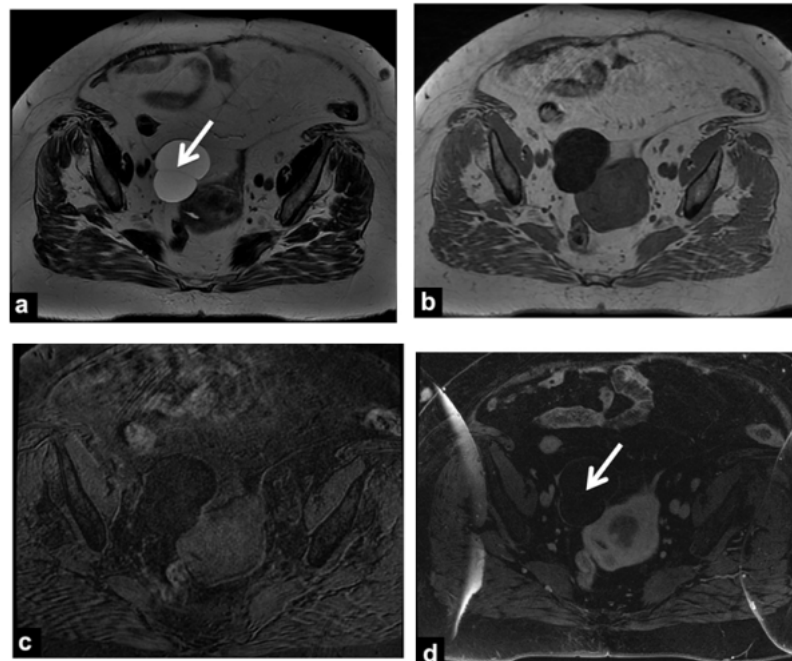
Cystadénome séreux bénin. IRM en pondération axiale T2 (a), axiale T1 (b), axiale T1 Fat Sat (c), axiale T1 Fat Sat avec injection de gadolinium (d). Formation pauci-loculée présentant une fine cloison (flèches).(102)
